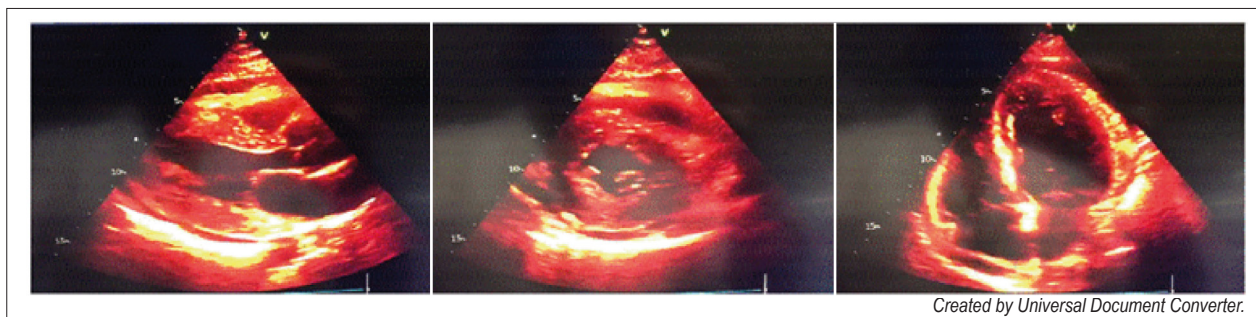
Ecocardiograma transtorácico em primeiro atendimento.
